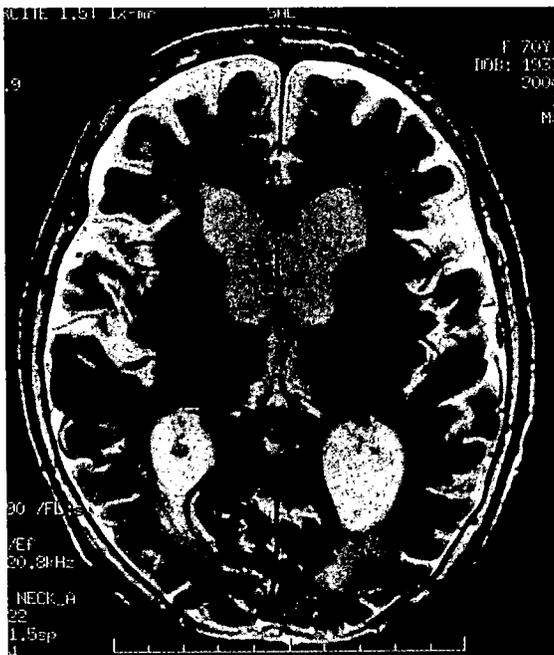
頭部 MRI T2 強調画像(2004年3月下旬)
